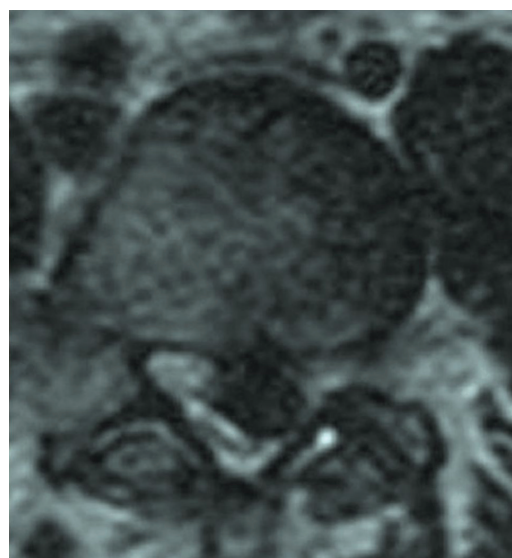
Аксиальний розріз. МРТ великої серединної секвеструючої грижі з тяжким стенозом поперекового відділу хребетного каналу на рівні L3-L4
